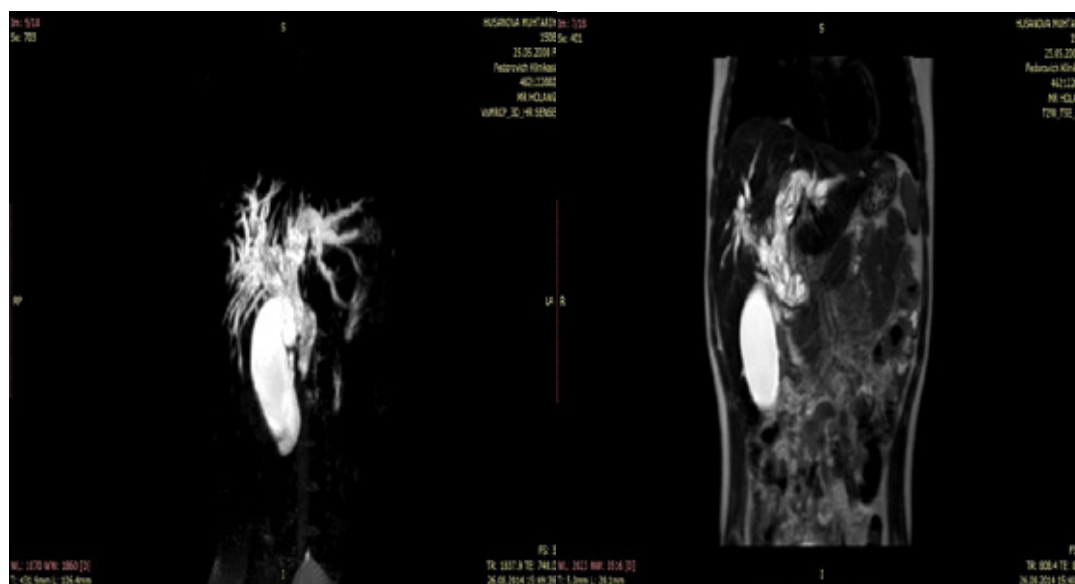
МРТ бесконтрастная холангиограмма. Отмечается выраженное кистовидное расширение долевых и сегментарных желчных протоков, также общего желчного протока
